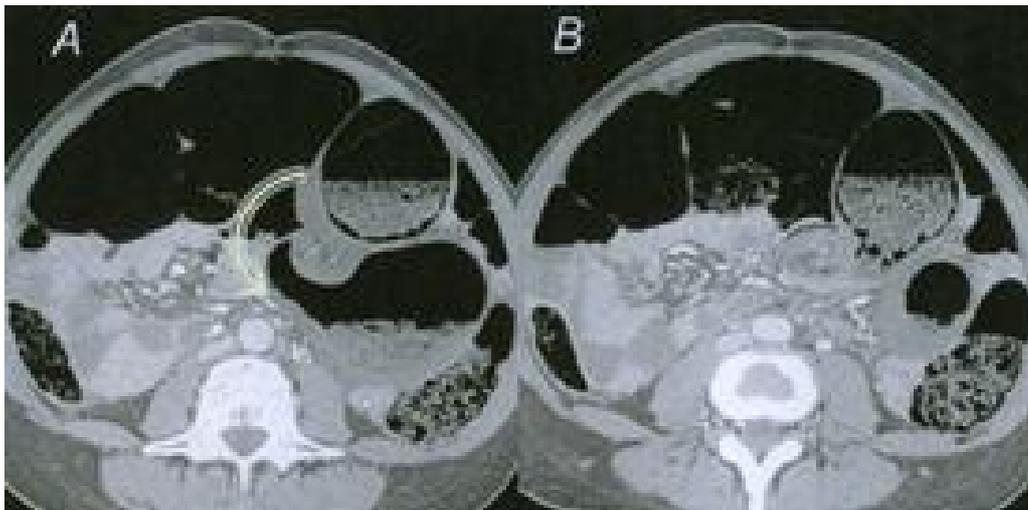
Coupes TDM axiales passant par la spire de torsion d'un volvulus du sigmoïde [113].
